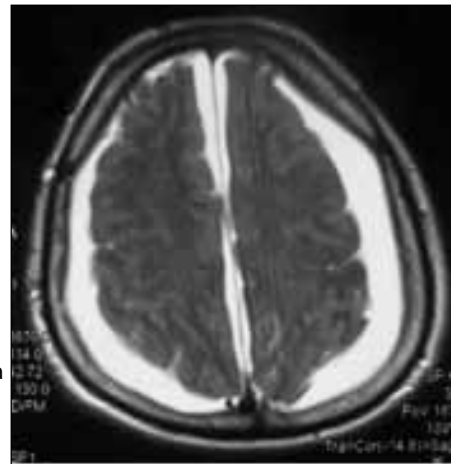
Tedavi öncesi BT görüntüsü: Bilateral subdural koleksiyon.
